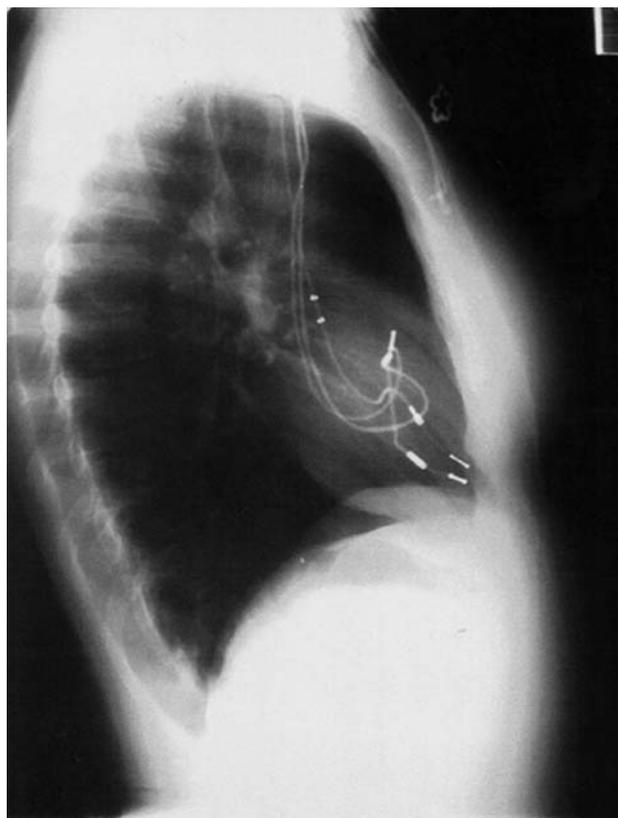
Radiografía de tórax lateral tras el implante del nuevo sistema.
